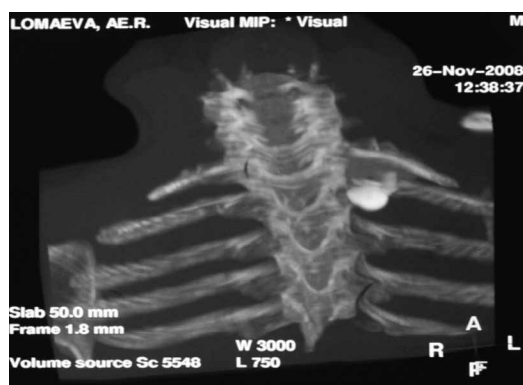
Менингоцеле. КТ-миелография, коронарная проекция, MIP. Определяется контрастирование менингоцеле на уровне ТН1-ТН2 позвонков слева.
